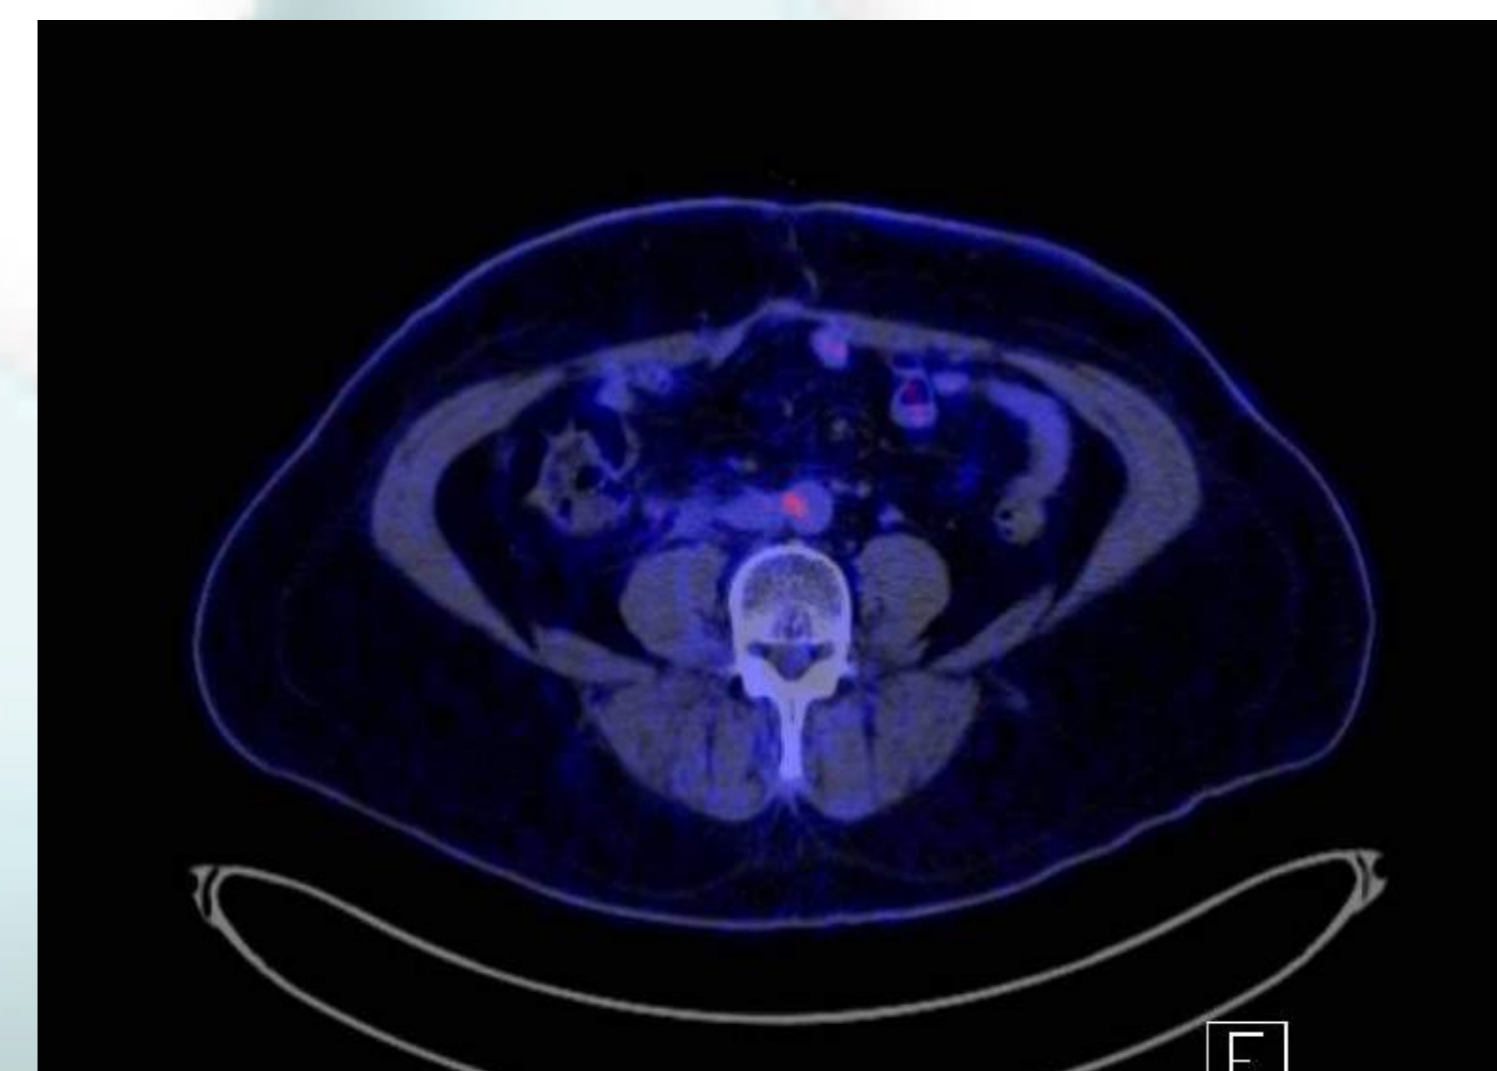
Imagen de PET-TAC tras RT.
